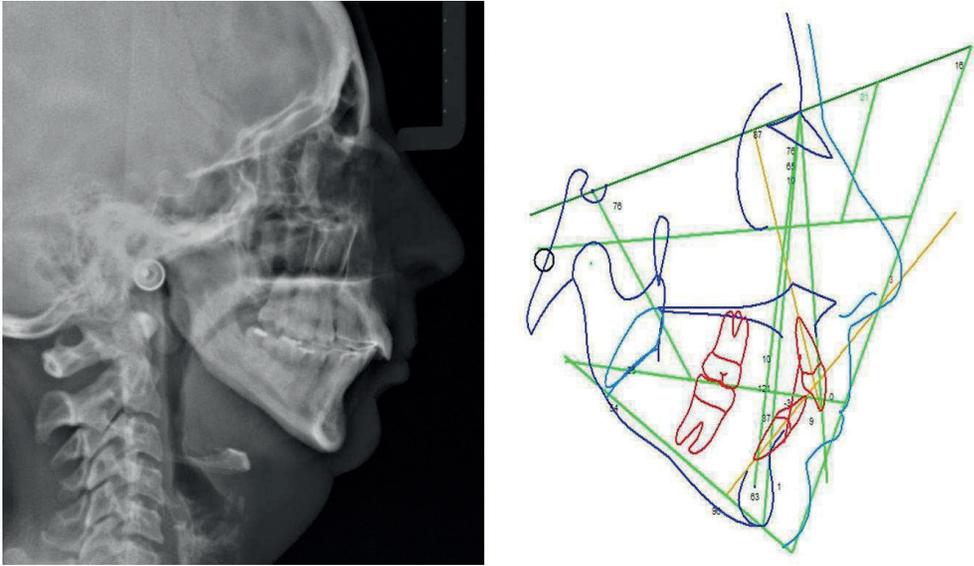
Telerradiografia de perfil e traçado cefalométrico inicial
